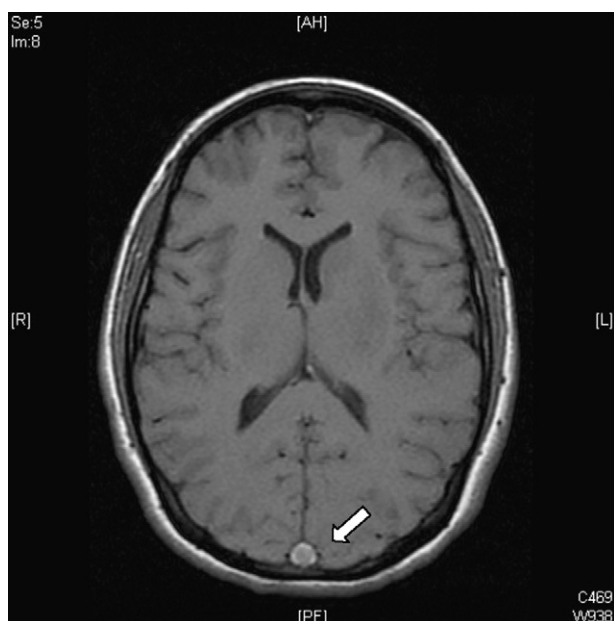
Signo del triángulo denso. Plano axial de IRM en secuencia T1 que muestra hiperintensidad en la parte posterior del SSS que corresponde a un trombo fresco (flecha).
